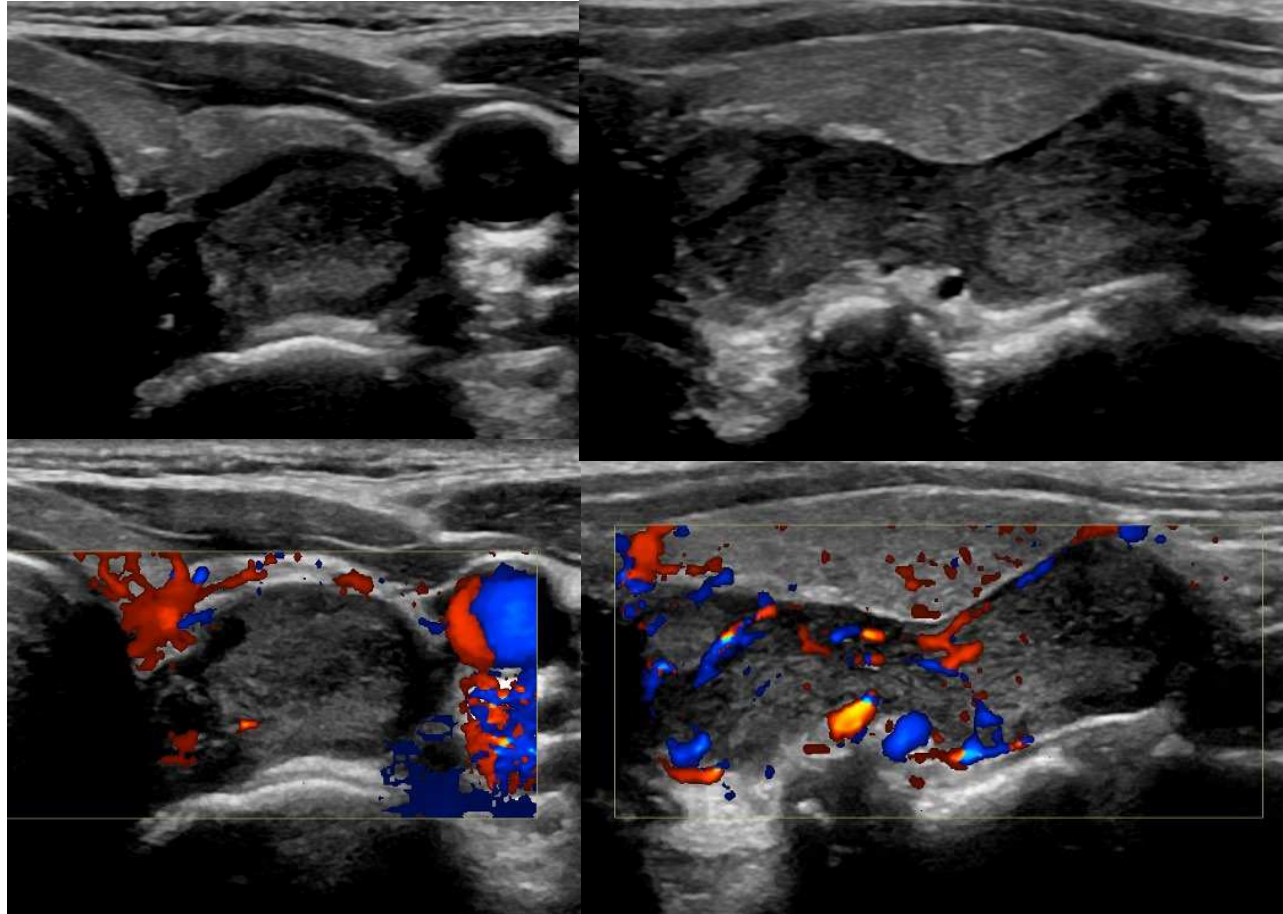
Paciente mujer 42 años, con HPTP. Nódulo lobulado de gran tamaño, hipoecogénico, con áreas de degeneración quística. Patrón de vascularización doppler periférico.
